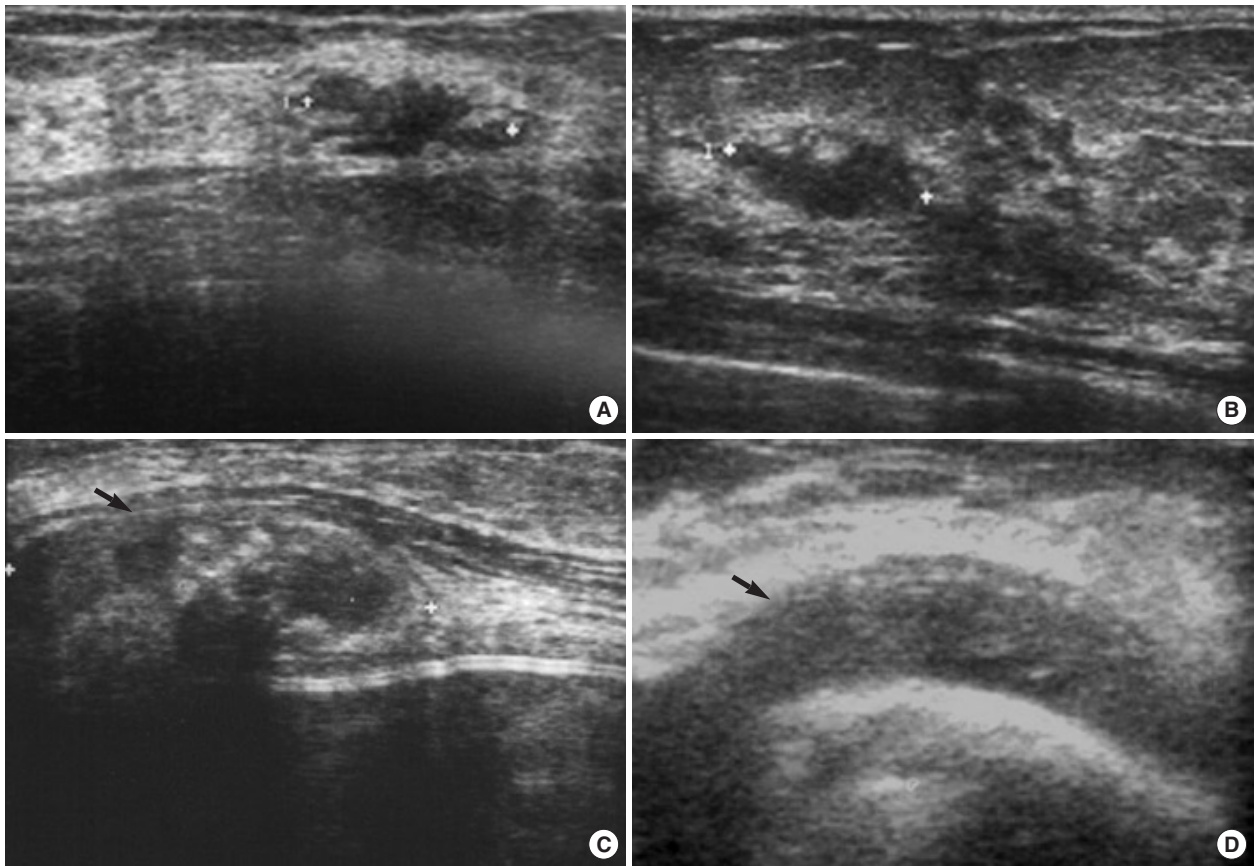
Ultrasonographic findings. (A, B) The ill-defined, microlobulating hypoechoic mass looks like malignant tumor. (C) The arrow shows a huge heteroechoic mass in pectoralis major muscle. (D) The arrow shows a peri-implant hypoechoic density in cavity.
